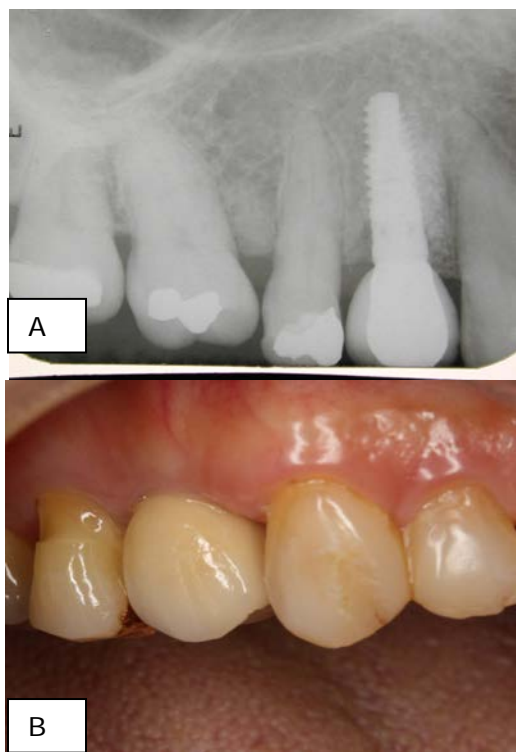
A) Radiografia periapical mostrando a imagem da área enxertada , com o implante e reabilitação protética definitiva ao final de 15 meses após colocação do enxerto. B) Vista clínica lateral de coroa fixa de metalocerâmica sobre implante na região do 14.
